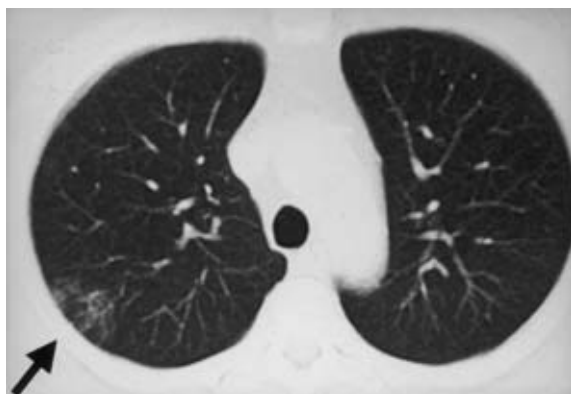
Chest CT (1cm collimation) on first admission showed a localized ground glass area in the right upper lung (arrow). The ground glass lesion was limited to this slice level.
